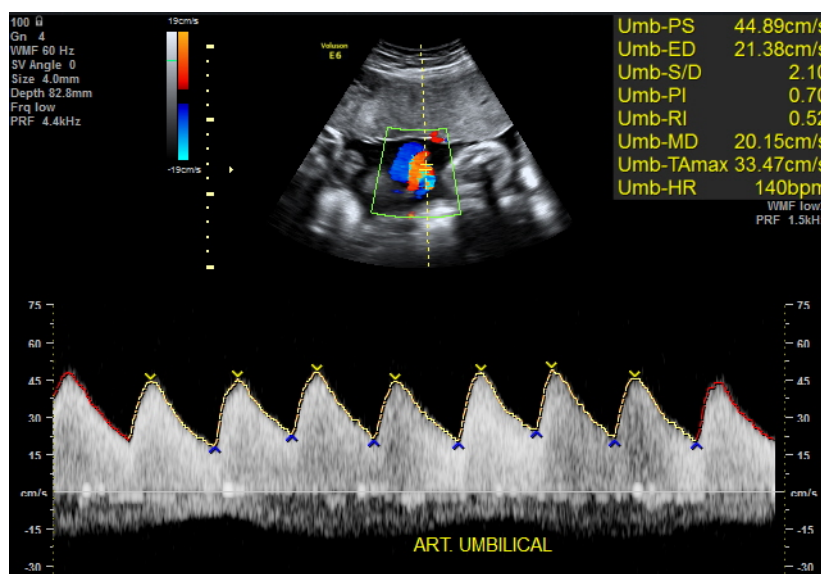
Dopplerfluxometria da artéria umbilical
